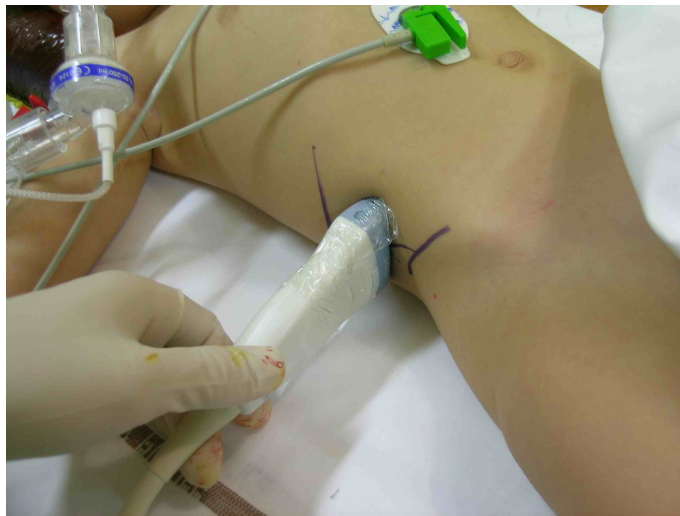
TAP bloc, position de la sonde d'échographie.
